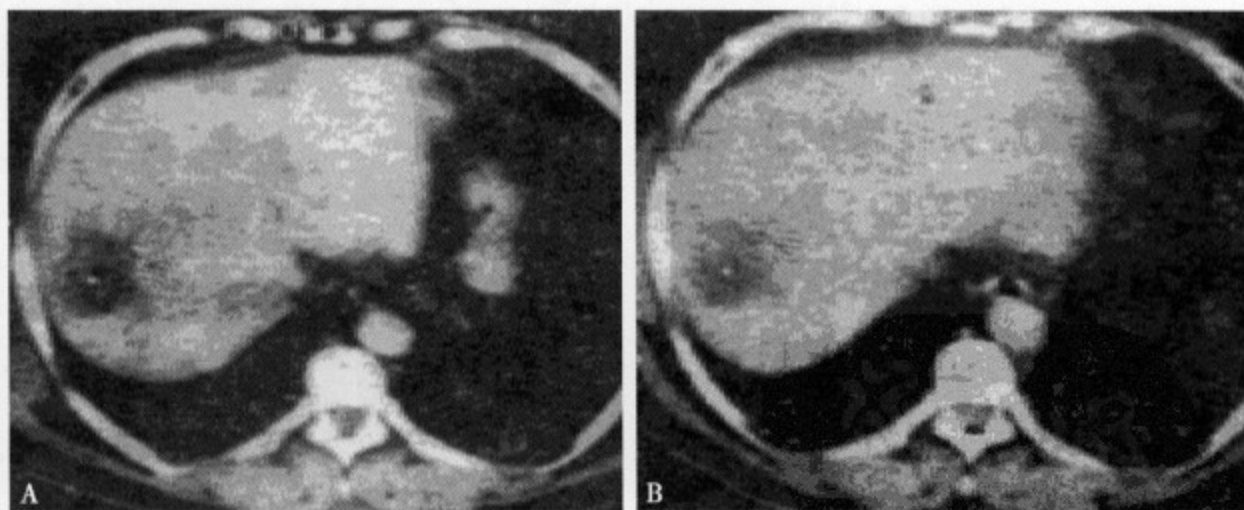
CT 平扫 (A) 肝右叶显示一类圆形低密度灶，直径约 3.2cm 大小，边缘不规则，部分边界不清，病灶内密度欠均匀；增强 CT 动脉期 (B) 显示病灶内轻~中底强化，以边缘部强化明显
